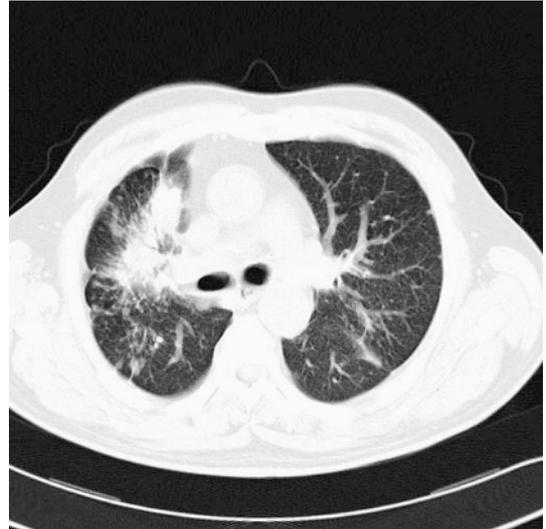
2005年5月の胸部CT (肺野条件)
